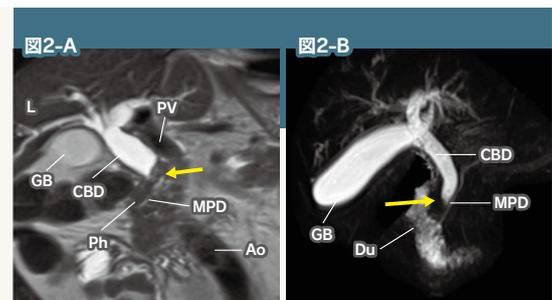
総胆管がんのMRI(A:T2強調斜冠状断像、B:MRCP):T2強調斜冠状断像(A)で総胆管がんによる閉塞部位と上流側の拡張がよくわかる。MRCP(磁気共鳴胆管膵管撮影)(B)で、胆管や主膵管の全体像を把握できる。
